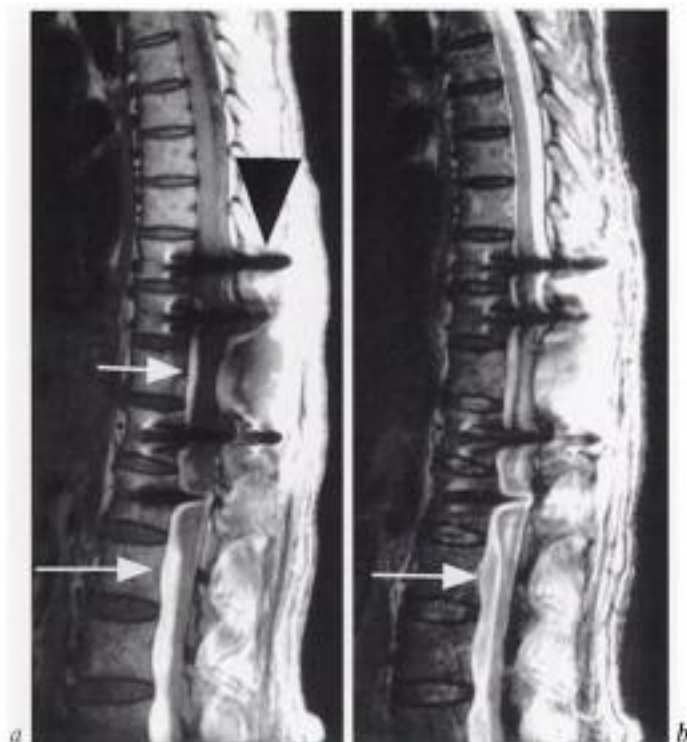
Hématome épidual en phase subaiguë. IRM, coupes sagittales pondérées a) T1 et b) T2. Malgré la présence de matériel d'ostéosynthèse et la distorsion d'image (tête de flèche en a), l'hématome épidual est aisément détecté (flèches). Étendu sur une hauteur de plus de 8 vertèbres, il est en situation antérieure très inhabituelle. Son signal intense est homogène en pondération T1 (flèches en a). Le centre est de moindre signal en pondération T2 (flèche en b).
